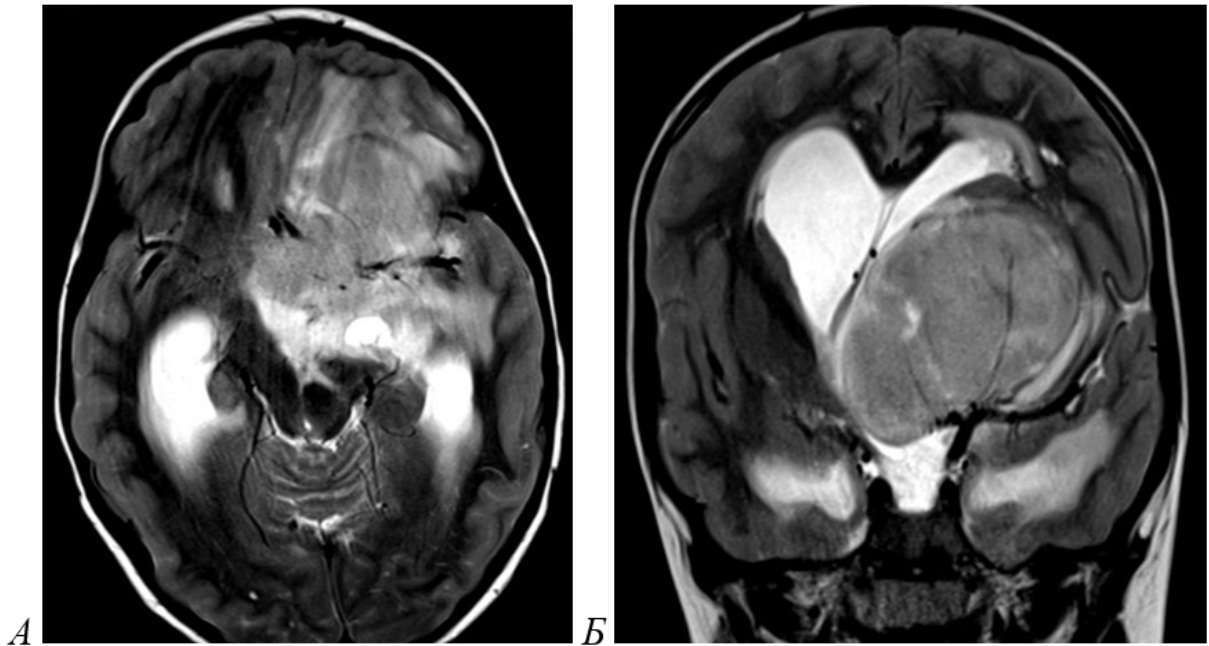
А,Б – МРТ головного мозга, Т2-последовательность в аксиальной (А) и коронарной (Б) проекции. Гигантская плеоморфная ксантоастроцитома, WHO grade 2, лобно-височно-островковой области у 7 летнего ребенка. Опухоль включает ВСА, начальные отделы ПМА, М1 и М2 сегменты СМА
